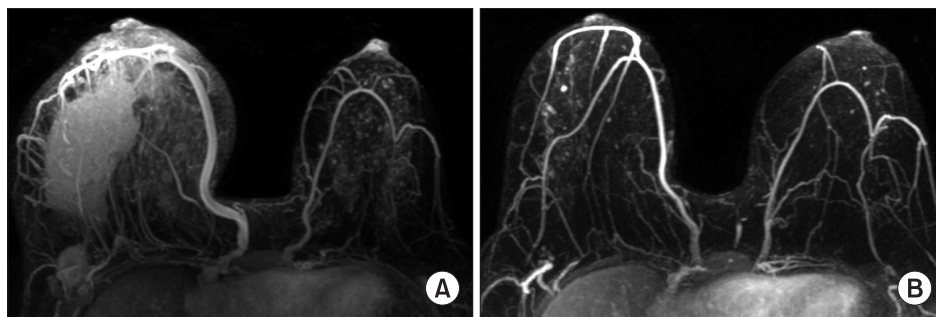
Magnetic resonance imagings of 40-years-old woman, who was diagnosed with breast cancer and received 6 cycles of neoadjuvant AT (doxorubicin+docetaxel) chemotherapy. Pathologic complete response was identified after 6 cycles of neoadjuvant chemotherapy. (A) Before the neoadjuvant chemotherapy, tumor mass occupied over the half of right breast and axillary node is enlarged due to metastasis. (B) After 6 cycles of neoadjuvant chemotherapy, tumor mass and metastatic axillary nodes are completely resolved.
